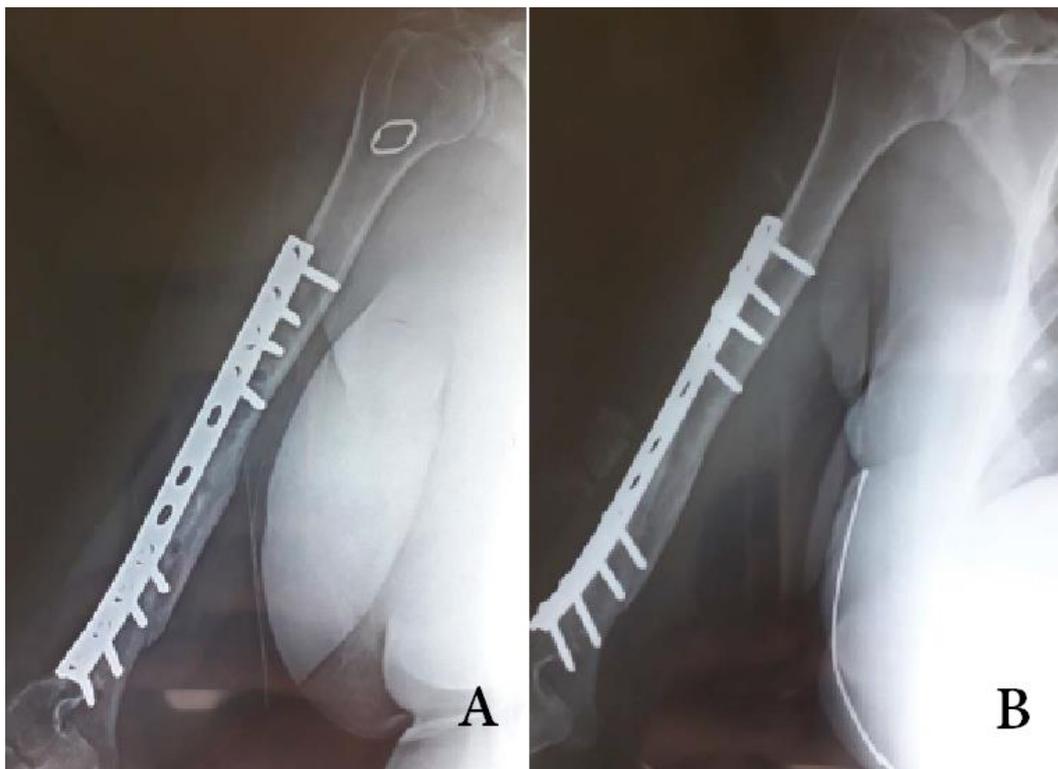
Résultats thérapeutiques et fonctionnels. A : Radiographie après traitement de la pseudarthrose par plaque vissée après 2 mois d'évolution. B : Radiographie après traitement de la pseudarthrose par plaque vissée après 6 mois d'évolution. [9]
